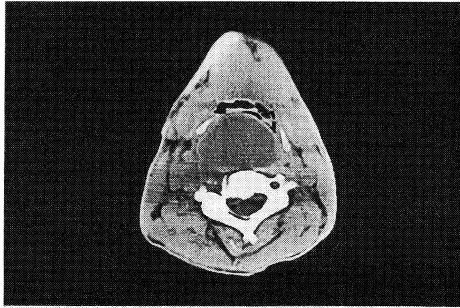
a 下咽頭の CT では頸椎の前方に下咽頭を圧迫する膿瘍を認めた。
